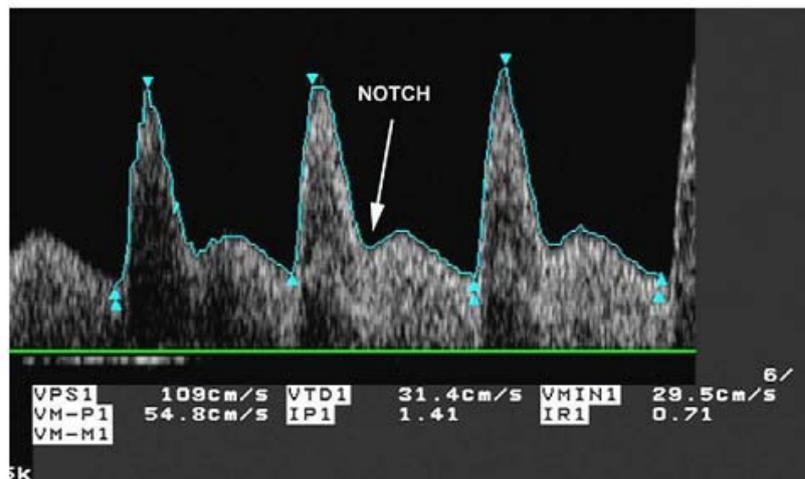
Vélocimétrie Doppler des artères utérines à 22 semaines d'aménorrhée. Incisure protodiastolique (ou notch) [57].
